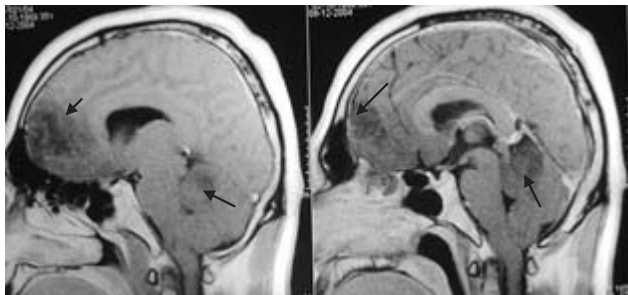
RM con gadolinio (cortes sagitales) donde se aprecian ambas lesiones frontal y cerebelosa (flechas).
